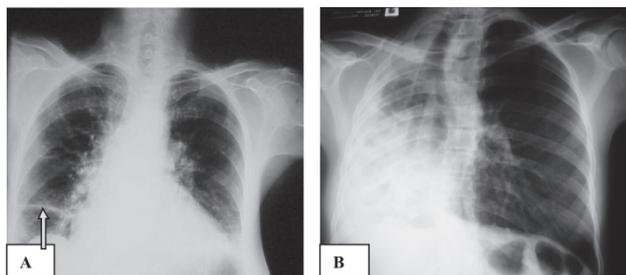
Radiografia de tórax em PA mostrando em A área de atelectasia laminar em base de hemitórax direito (apontada pela seta), e grande colapso pulmonar direito com desvio de estruturas na imagem B.
